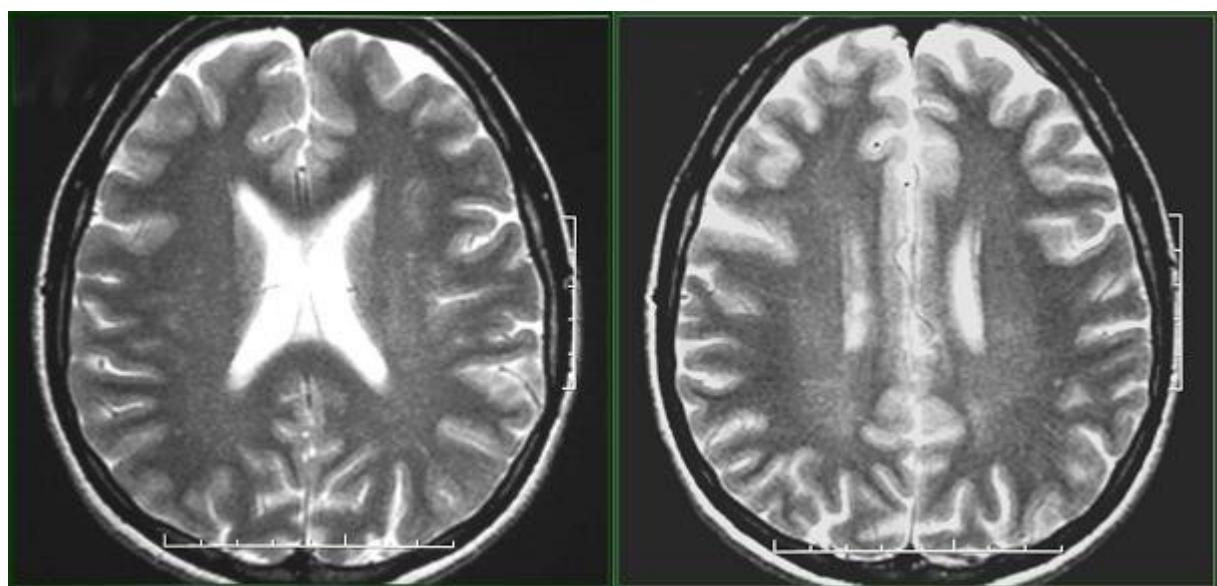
Cranial MRI showing periventricular and subcortical T2 hyperintensities in cerebral hemispheres
